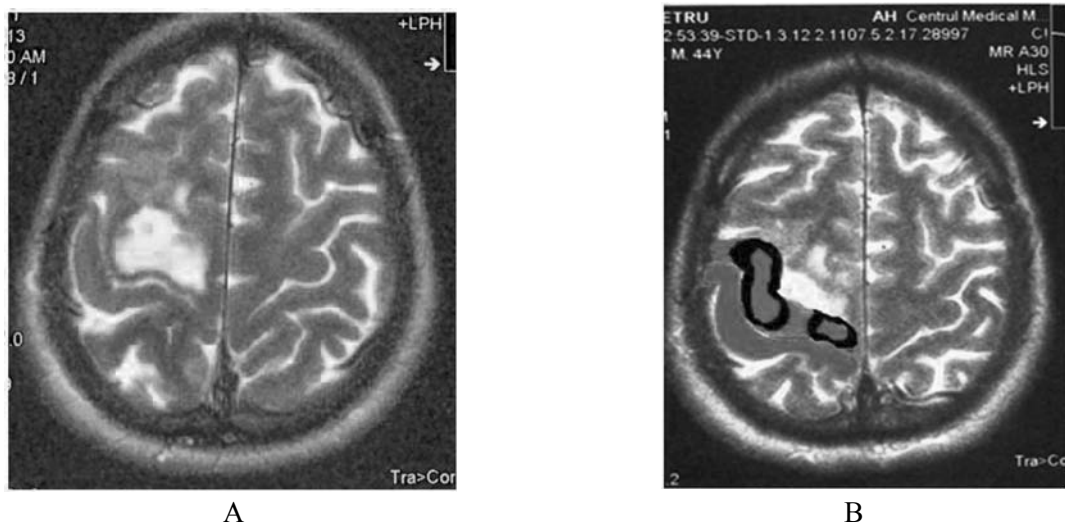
(A): IRM cerebral preoperator. (B): Cartografierea girurilor pre- și postcentral cu zonele motorii
